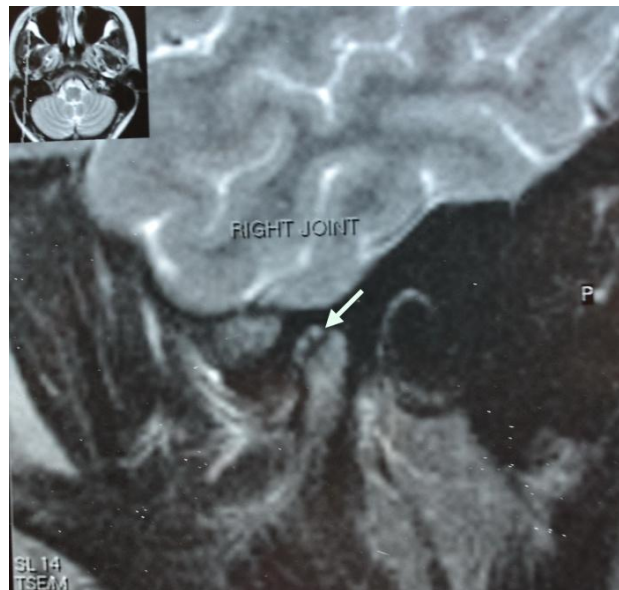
Кистовидные включения в суставной головке на МРТ ВНЧС в кососагиттальной проекции.
